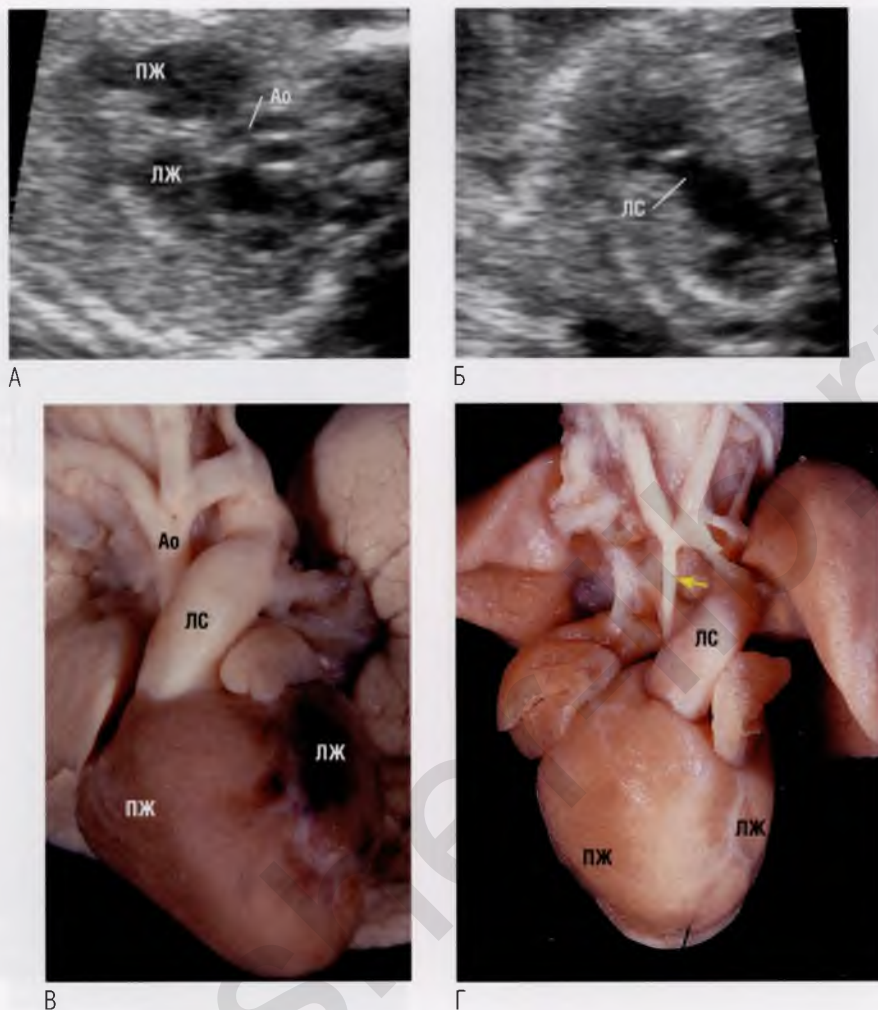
(А) Восходящий отдел аорты имеет настолько малый диаметр, что сосуд трудно визуализировать. Это атрезия аорты. (Б) Эхокардиограмма того же плода. Обратите внимание, как отчетливо визуализируется легочный ствол (ЛС), диаметр которого значительно превышает диаметр аорты (Ао). Опытный специалист способен увидеть малейшее отклонение диаметра от нормы. (В, Г) Анатомические препараты сердца разных плодов с различной аномалией аорты: на (В) — гипоплазия аорты при синдроме гипоплазии левых отделов сердца, на (Г) — атрезия аорты (стрелка). По сравнению с аортой легочный ствол расширен. ЛЖ — левый желудочек; ПЖ — правый желудочек.
